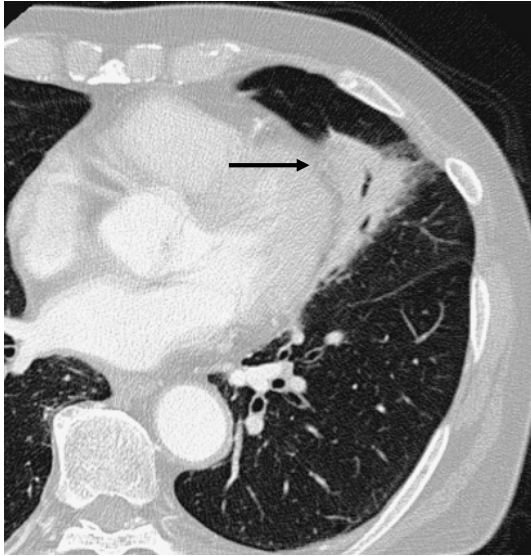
Mucosa-associated lymphoid tissue (MALT) lymphoma. A CT scan shows a wedge-shaped soft tissue opacity with an air bronchogram adjacent to the left cardiac border.
